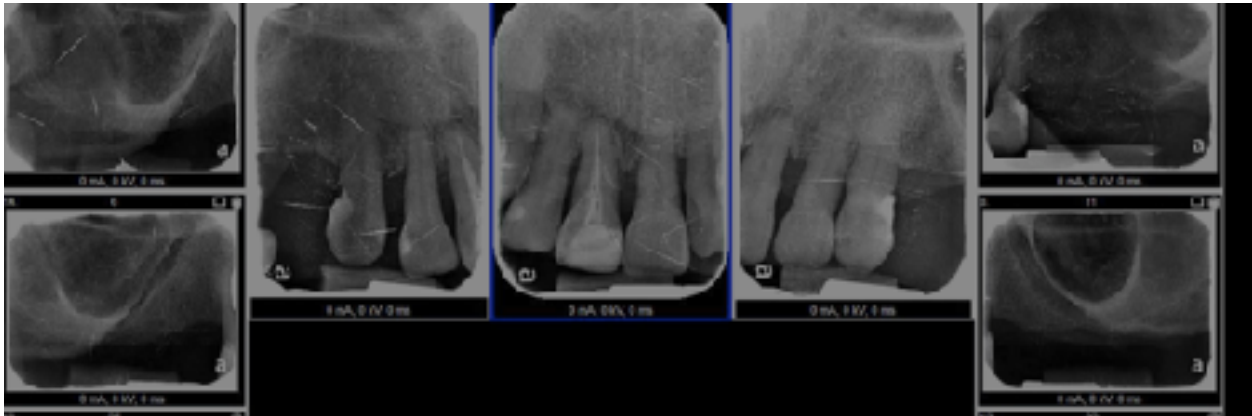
Radiografías dentoalveolares superiores.
